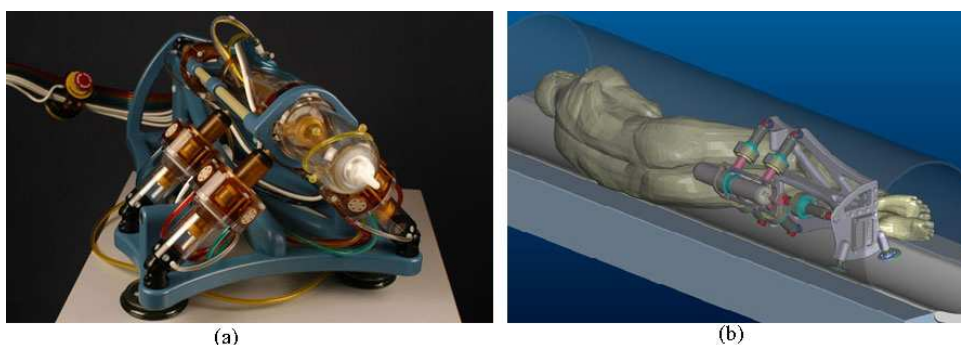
Système MrBot de l'université de Johns Hopkins permettant de réaliser des interventions transpérinéales sous IRM.
